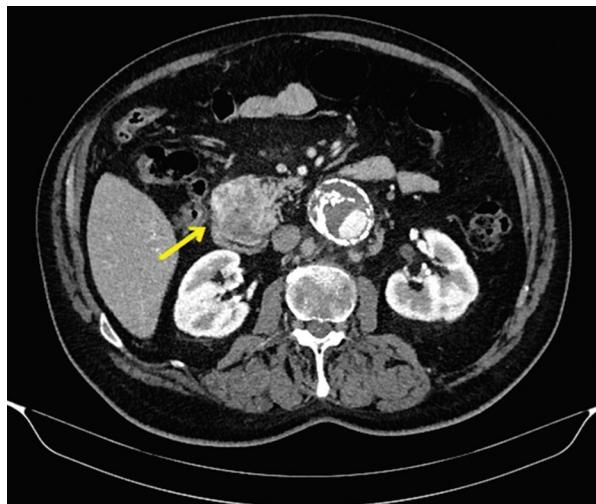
Corte axial de tomografía abdominal: masa sólida y heterogénea de 50 x 47 mm en la encrucijada duodenopancreática.
